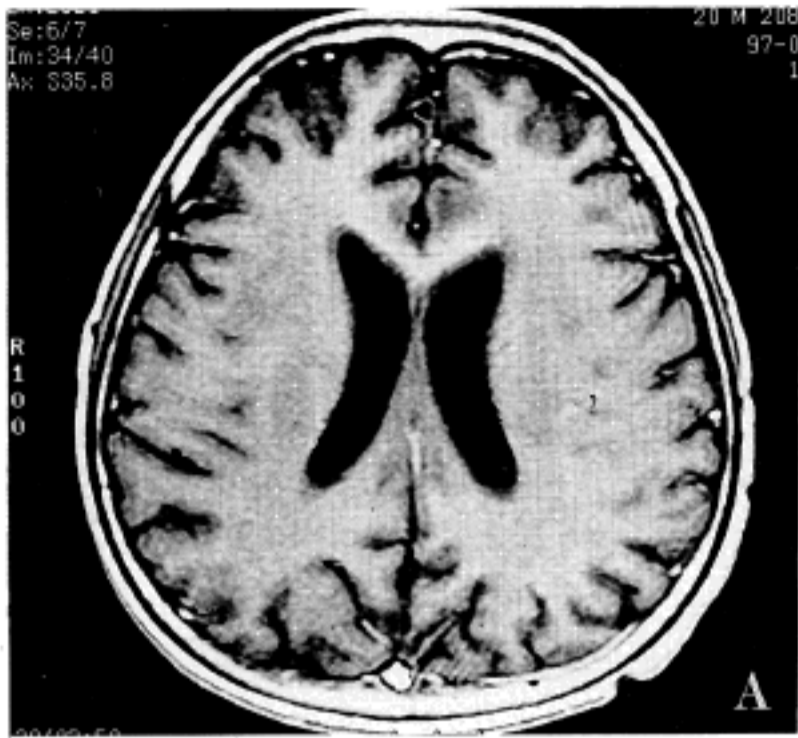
Brain MRI taken 62 days after high dose Ara-C chemotherapy. Multiple scattered punctate high signal intensity lesions are much decreased than previous study(A). Linear enhanced lesions on anteromedial portion of both basal ganglia are still remained(B).
